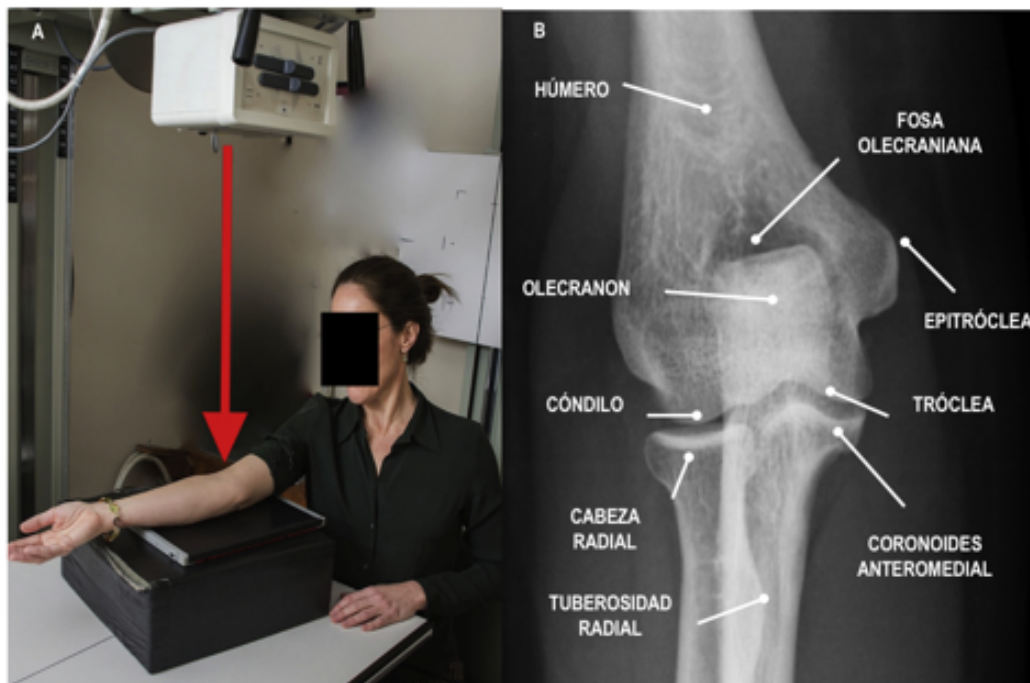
A. Fotografía de la realización de la proyección anteroposterior de la radiografía simple de codo(22). B. Radiografía AP de codo*
